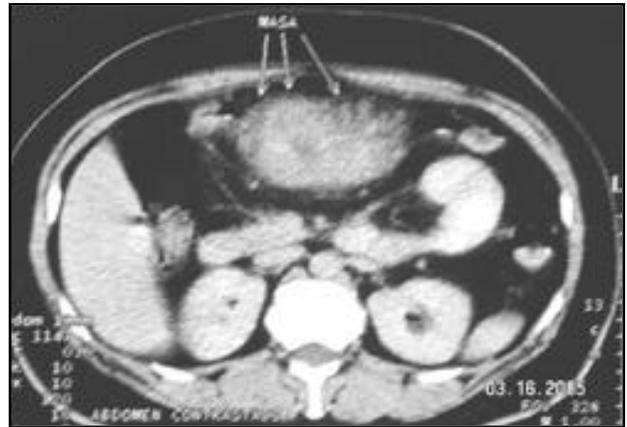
TC axial: Masa intraperitoneal mesogástrica con realce heterogéneo que impresiona no depender de ninguna de las estructuras anejas.
